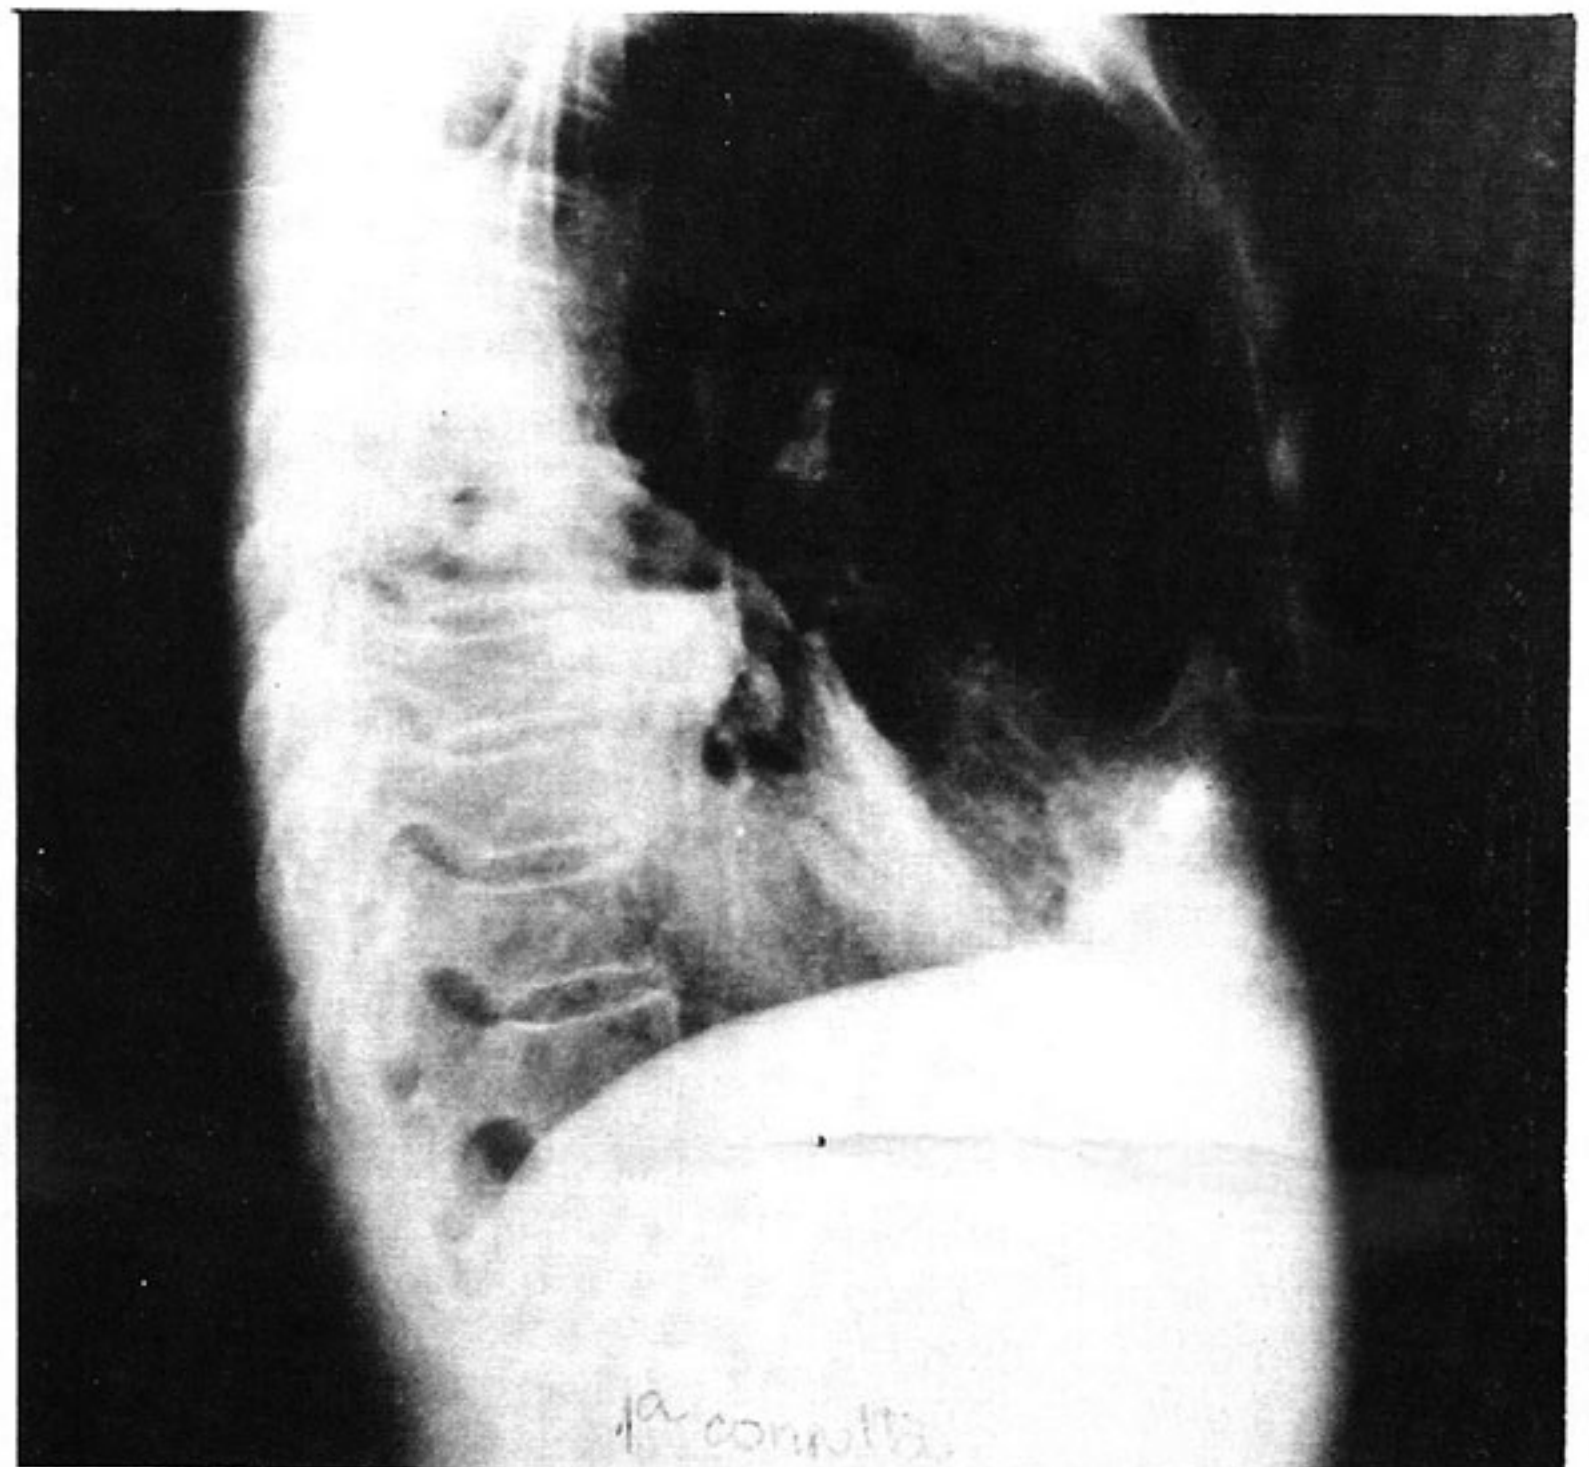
Radiografia do tórax na primeira consulta (perfil).
